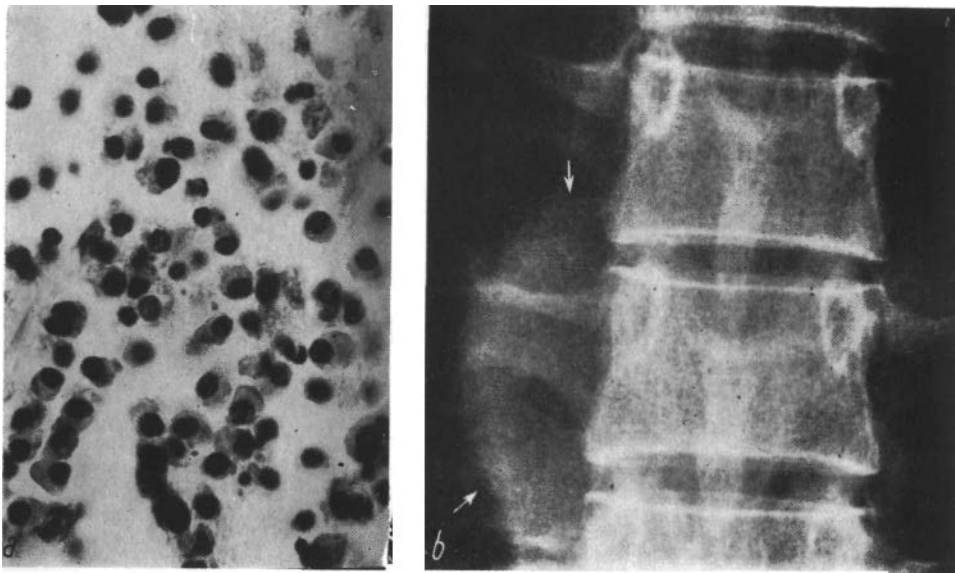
a* — Микроскопическая картина позвоночной плазмоцитомы (окраска: гематоксилин-эозином; объектив 7); *b* — рентгенография грудного сегмента позвоночного столба, с наличием опухолевого веретена.
